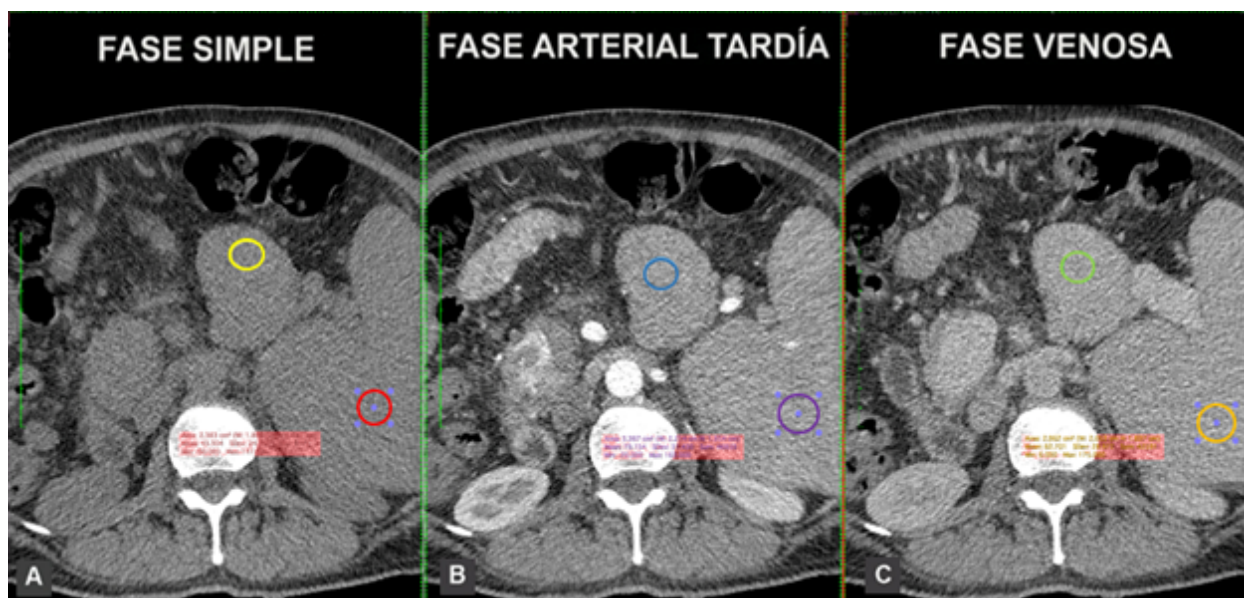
Tomografía computarizada (TC) multifásica en plano axial. Comparación de la cinética de contraste entre la masa pancreática y el bazo. (A). Fase simple: la lesión en la cola del páncreas (círculo amarillo) se muestra isodensa respecto al bazo (círculo rojo), registrando una atenuación de 43 Unidades Hounsfield (UH). (B). Fase arterial tardía: se evidencia un realce heterogéneo de aspecto aserrado en la lesión (círculo azul; 73 UH), replicando de manera exacta el comportamiento del bazo (círculo morado; 73 UH). (C). Fase venosa: se documenta una homogeneización completa, manteniendo una isodensidad estricta entre la masa pancreática (círculo verde; 84 UH) y el bazo (círculo naranja; 81 UH).
